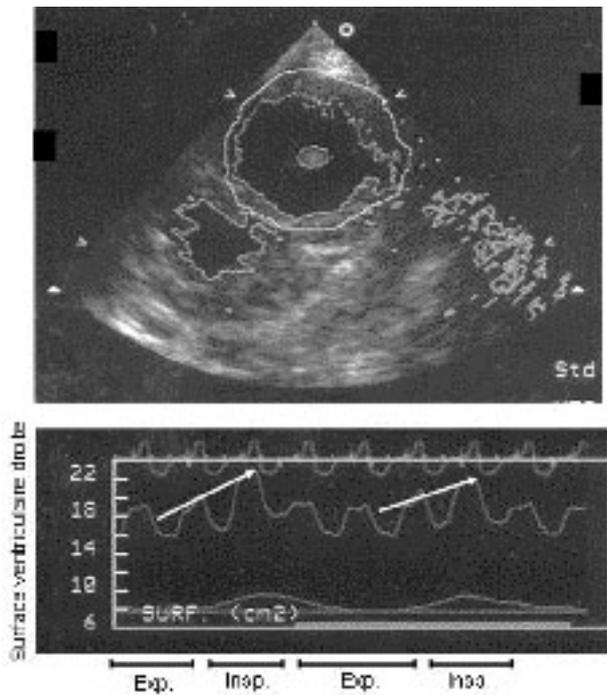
Echocardiographie quantitative du ventricule droit, objectivant l'augmentation inspiratoire des dimensions ventriculaires droites.
